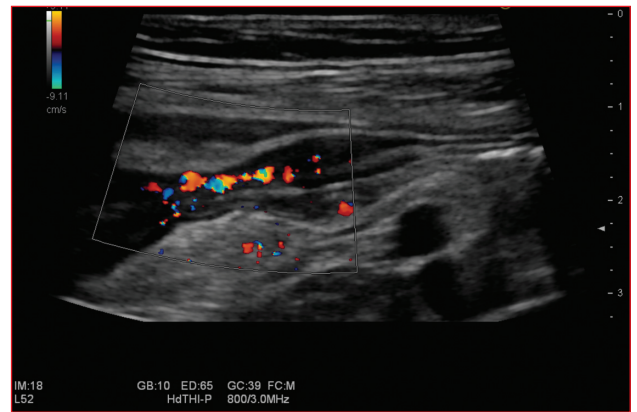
• Épaississement pariétal avec prise intense du Doppler.
